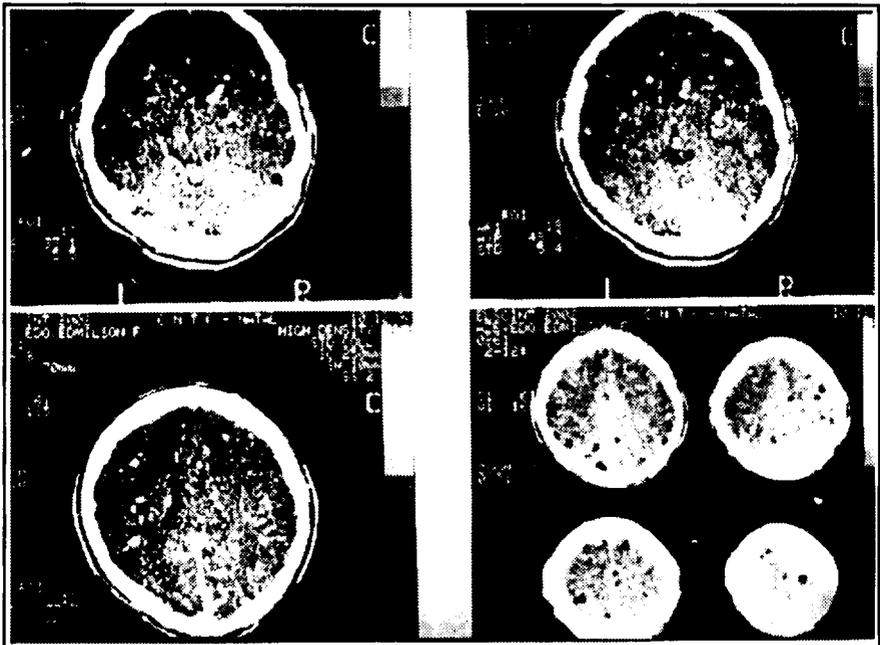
Caso 8. TC: cistos em vários estágios evolutivos (viáveis, em degeneração e calcificados).
